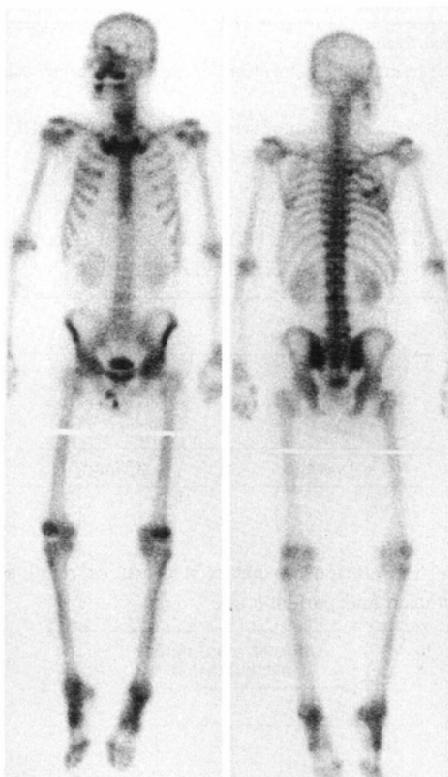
53-year-old male with lung cancer. Total dose of 200mg of CDDP were received 14 days before bone scintigraphy. Bone scintigraphy shows normal renal uptake of radioactivity in both kidneys with less activity to that of lumbar spine.
